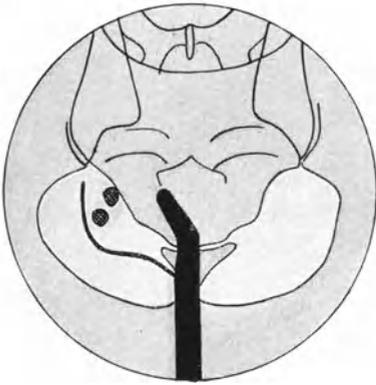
Röntgenpause. Nach Einführung eines Wismutkatheters.
